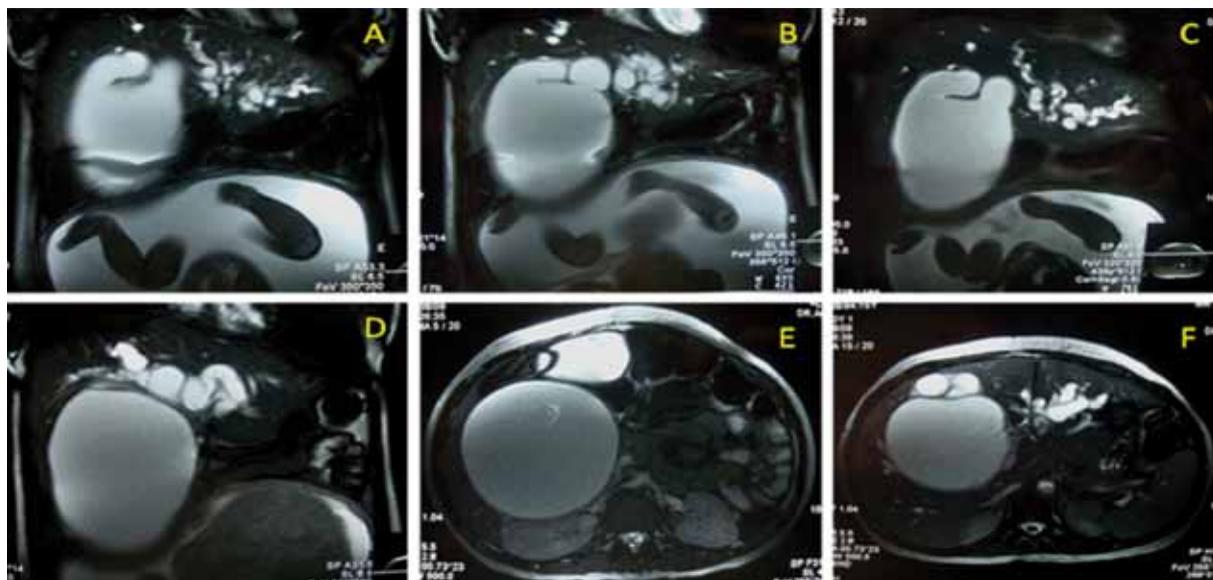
Resonancia Magnética Abdominal: A, B y C: quiste de colédoco gigante, se observa compresión del quiste por el útero grávido, D, E y F: gran dilatación de la vía biliar intrahepática.
